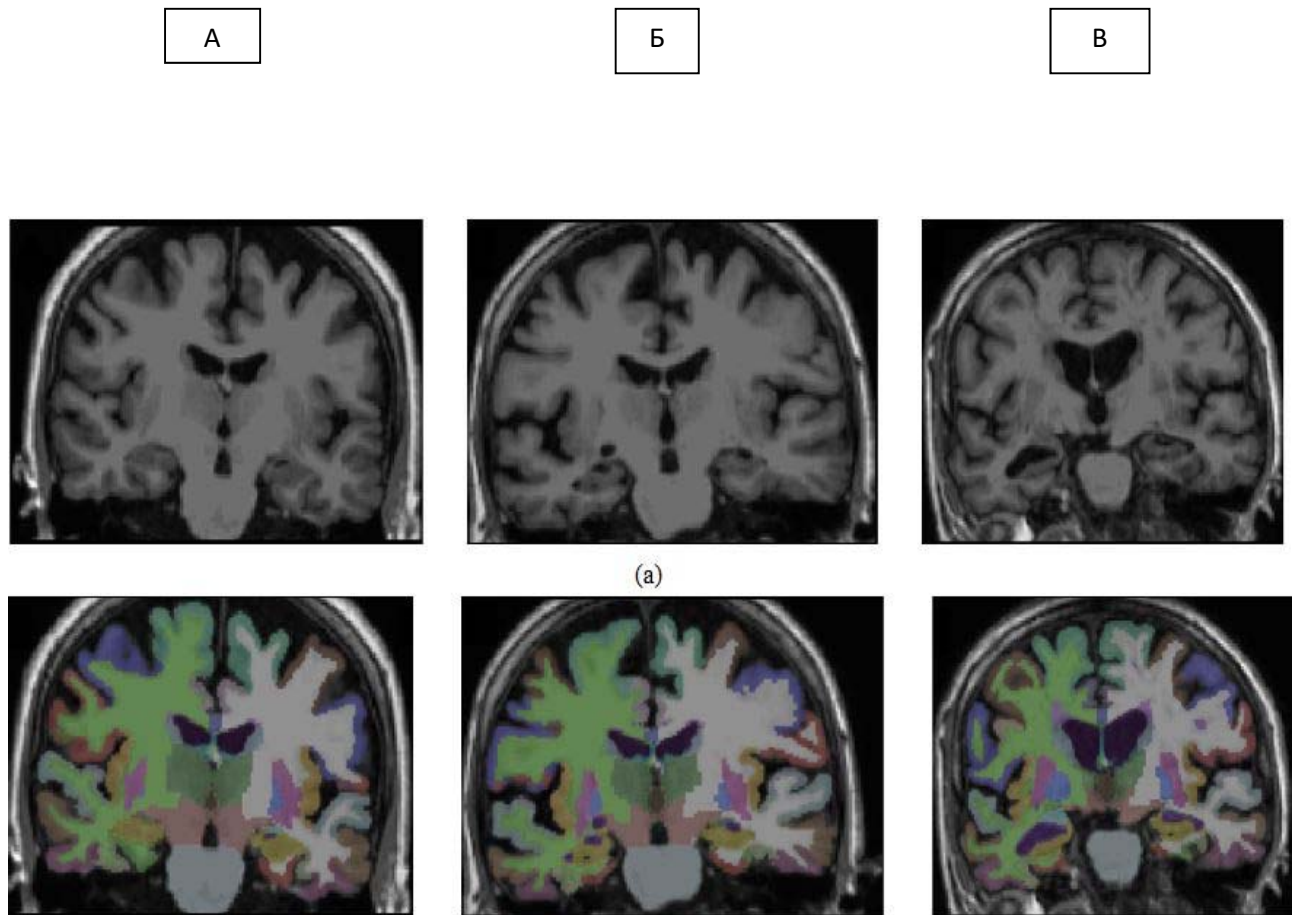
Магнитно-резонансные томограммы, корональные срезы, у пациентов контрольной группы (А), с умеренным когнитивным дефицитом (Б) и при болезни Альцгеймера с последующей сегментацией коры и подкорковых структур головного мозга. Как видно из рисунка 14 отмечается нарастание атрофии коры головного мозга преимущественно в медиобазальных отделах височных долей (проекция гиппокампов).
